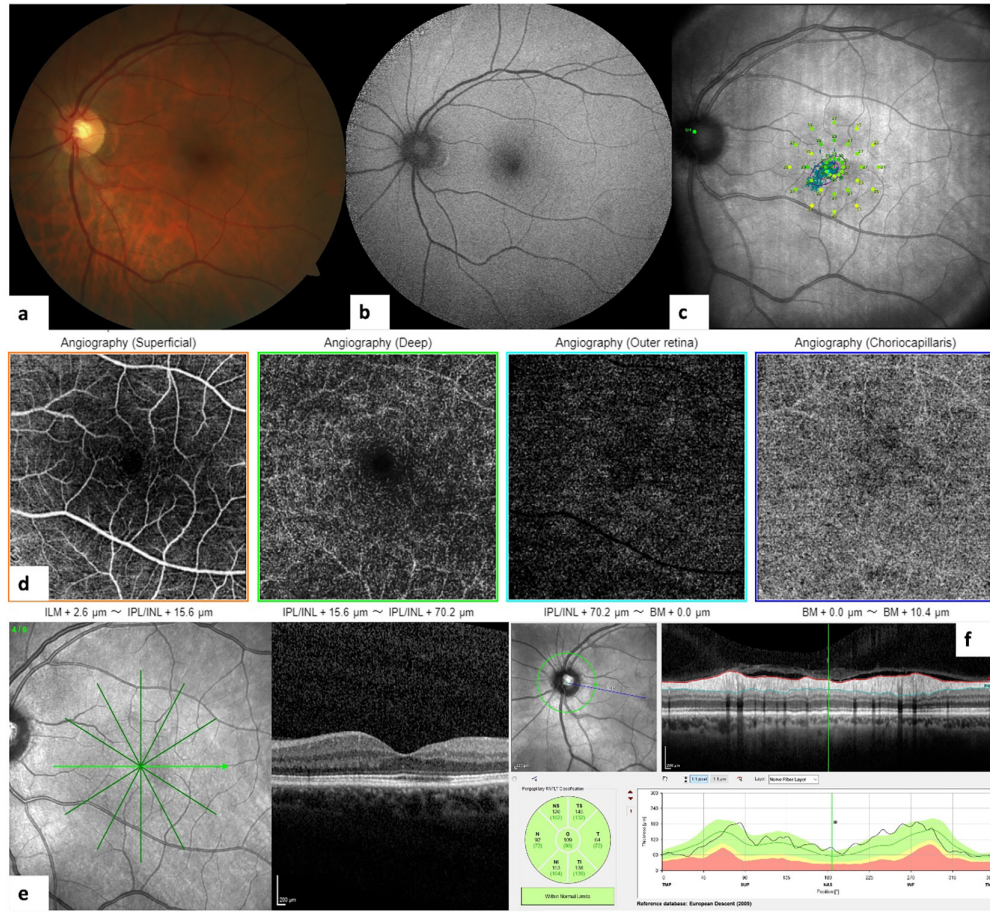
Yapılan son izlemdе sağ göz (enjeksiyondan bir ay sonra): a) Bir miktar temporal optik disk solukluğu dışında foveanın neredeyse normal görünümünde olduğu izlenmiştir. b) Fundus otofloresans görüntüsünde daha önce dikkati çeken hiperotofloresan lezyonları kaybolmuştur. c) Mikropерimetride foveal fiksasyon noktasının kaydđ izlenmektedir. d) Optik koherens tomografi anjiyografi (6x6 mm) normal görünümündedir. e) Optik koherens tomografide intraretinal foveal ödeminin çözüldüğü izlenmektedir. f) Retina sinir lifi tabakası analizinde temporal kadranda retina sinir lifi kaybı mevcuttur
